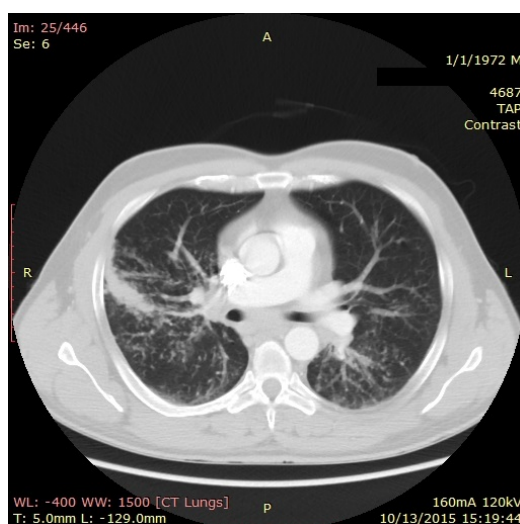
Secțiune de CT toracic, fereastră de parenchim pulmonar: opacități pulmonare micronodulare bilaterale și adenopatii mediastinale.
